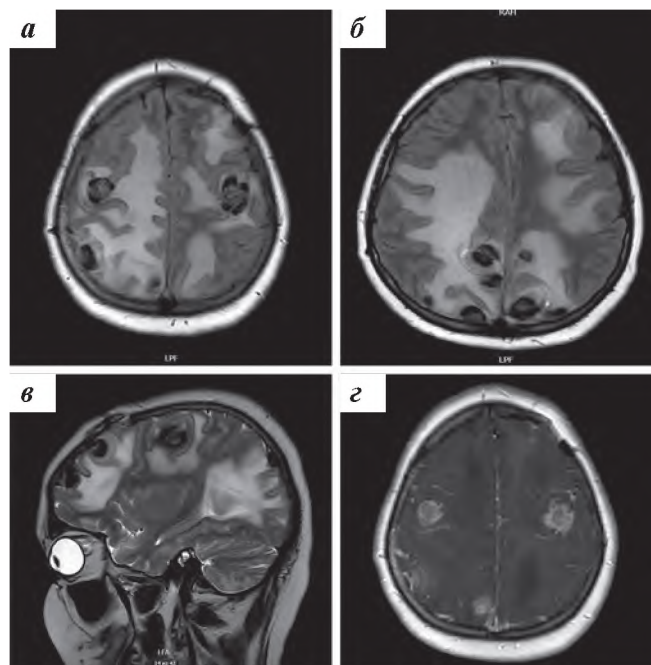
МРТ пациентки: а, б, в — МР-картина множественных внутримозговых опухолевых образований лобной, теменной и затылочной областей, с выраженным перифокальным отеком в режиме T2, срединная дислокация мозговых структур; з — интенсивное накопление контрастного вещества опухолевыми узлами
